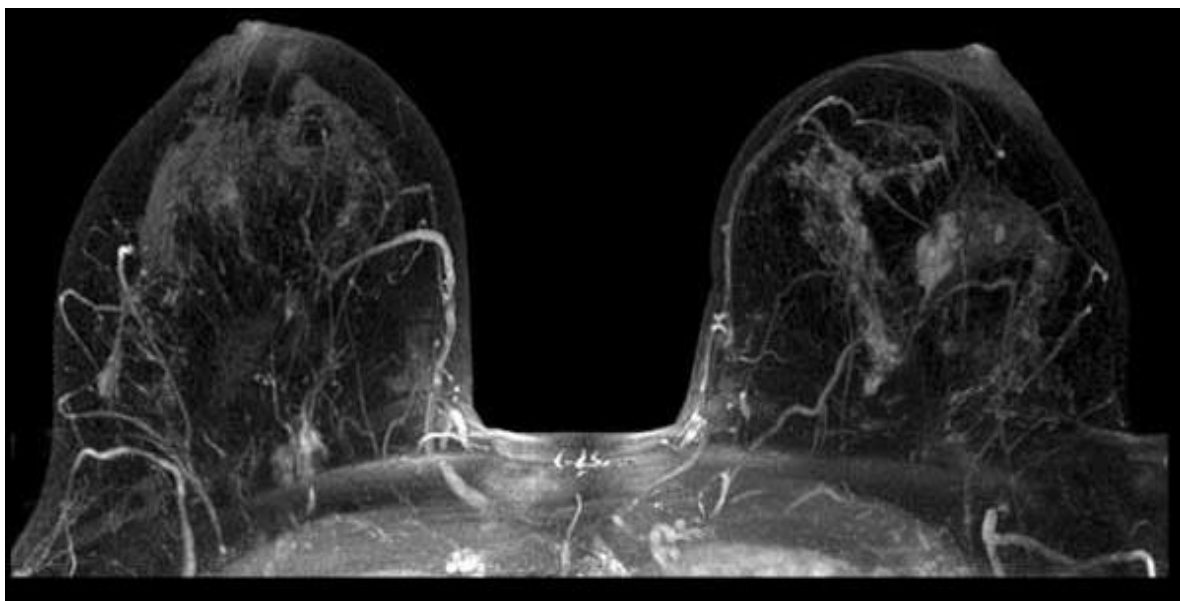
Зображення отримане після проведення МРТ
